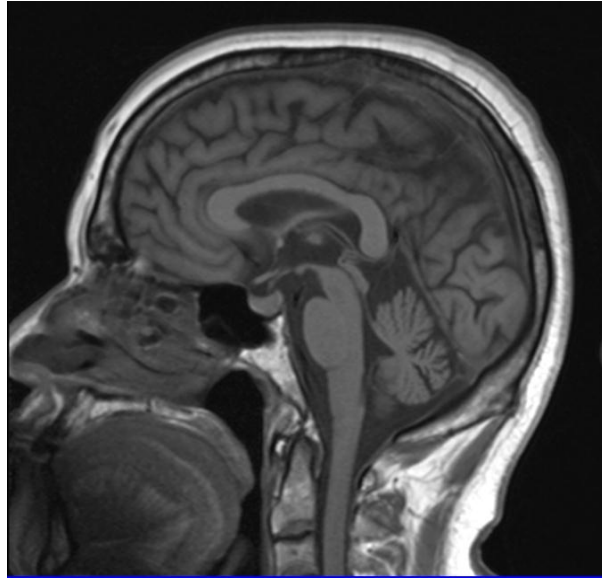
Imagen de RMN en T1 corte sagital en paciente con AMS donde se observa atrofia cerebelosa
